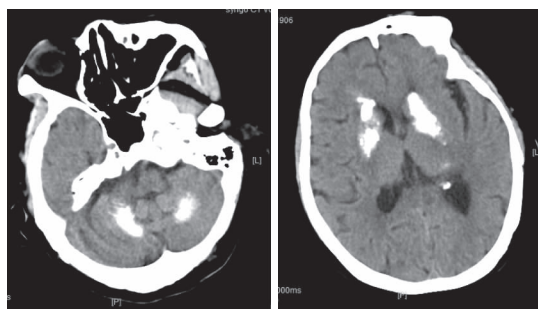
头部 CT 显示两侧小脑半球及侧脑室旁钙化
